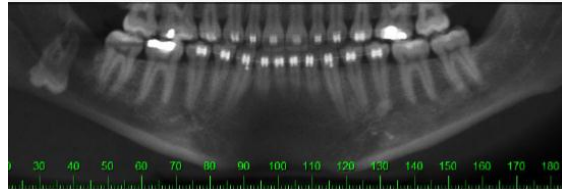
Tomografia computadorizada cone beam (vista panorâmica).
